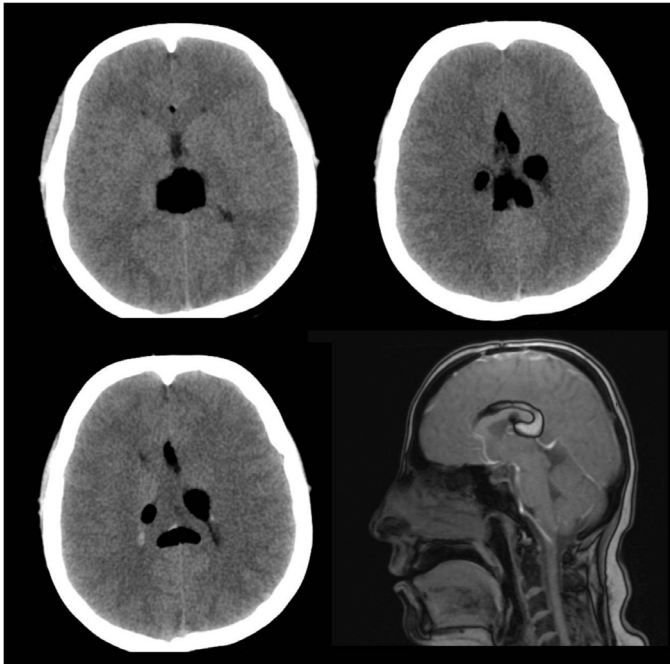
Cranial computed tomography imaging of the patient
